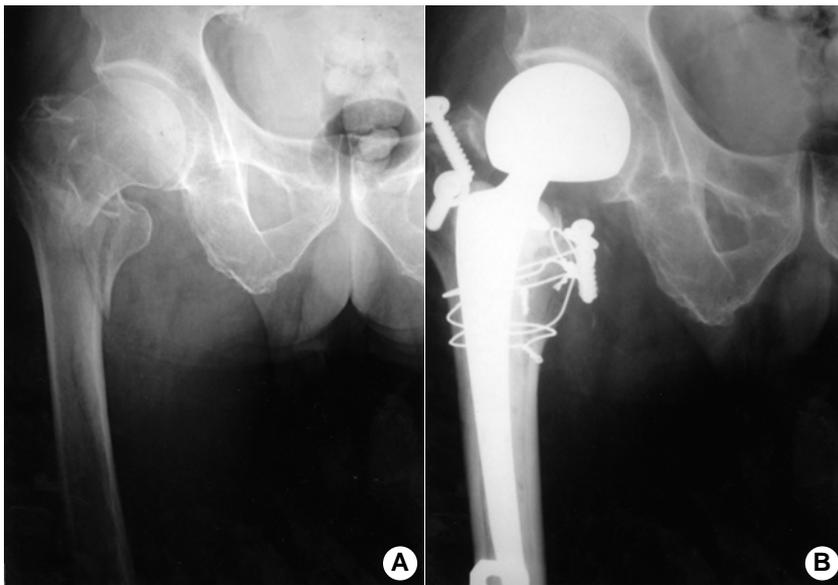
(A) Preoperative anteroposterior roentgenogram of 86 year-old male patient showed unstable type III intertrochanteric fracture with large greater trochanter according to Kyle's classification and Singh's index was grade 1. (B) Postoperation 14 months, Displaced greater trochanteric fragments were fixed with 2 cancellous screws and washers and displaced lesser trochanteric fragment was fixed with 1 cancellous screw and 1 washer and 3 circumferential wirings. At last follow up, this patient revealed very good result with 17 points of Merle d'Aubigne scale.
